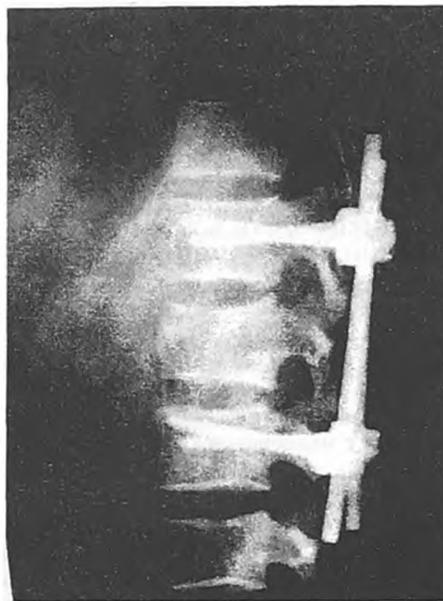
Рентгенограмма поясничного отдела позвоночника в боковой проекции после операции – полностью устранена локальная кифотическая деформация в позвоночных двигательных сегментах, восстановлена высота сломанного позвонка
